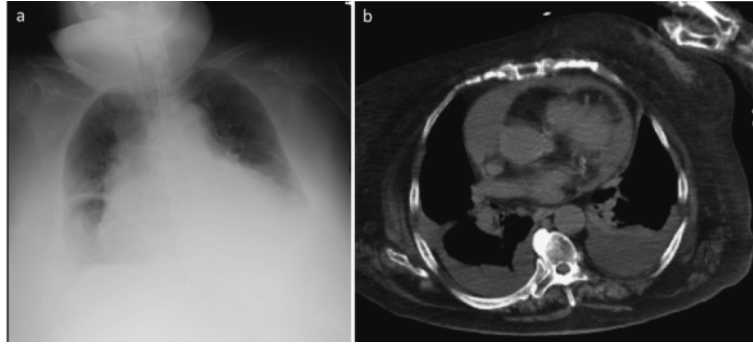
Chest X-ray film and computed tomography (CT) image at arrival.
